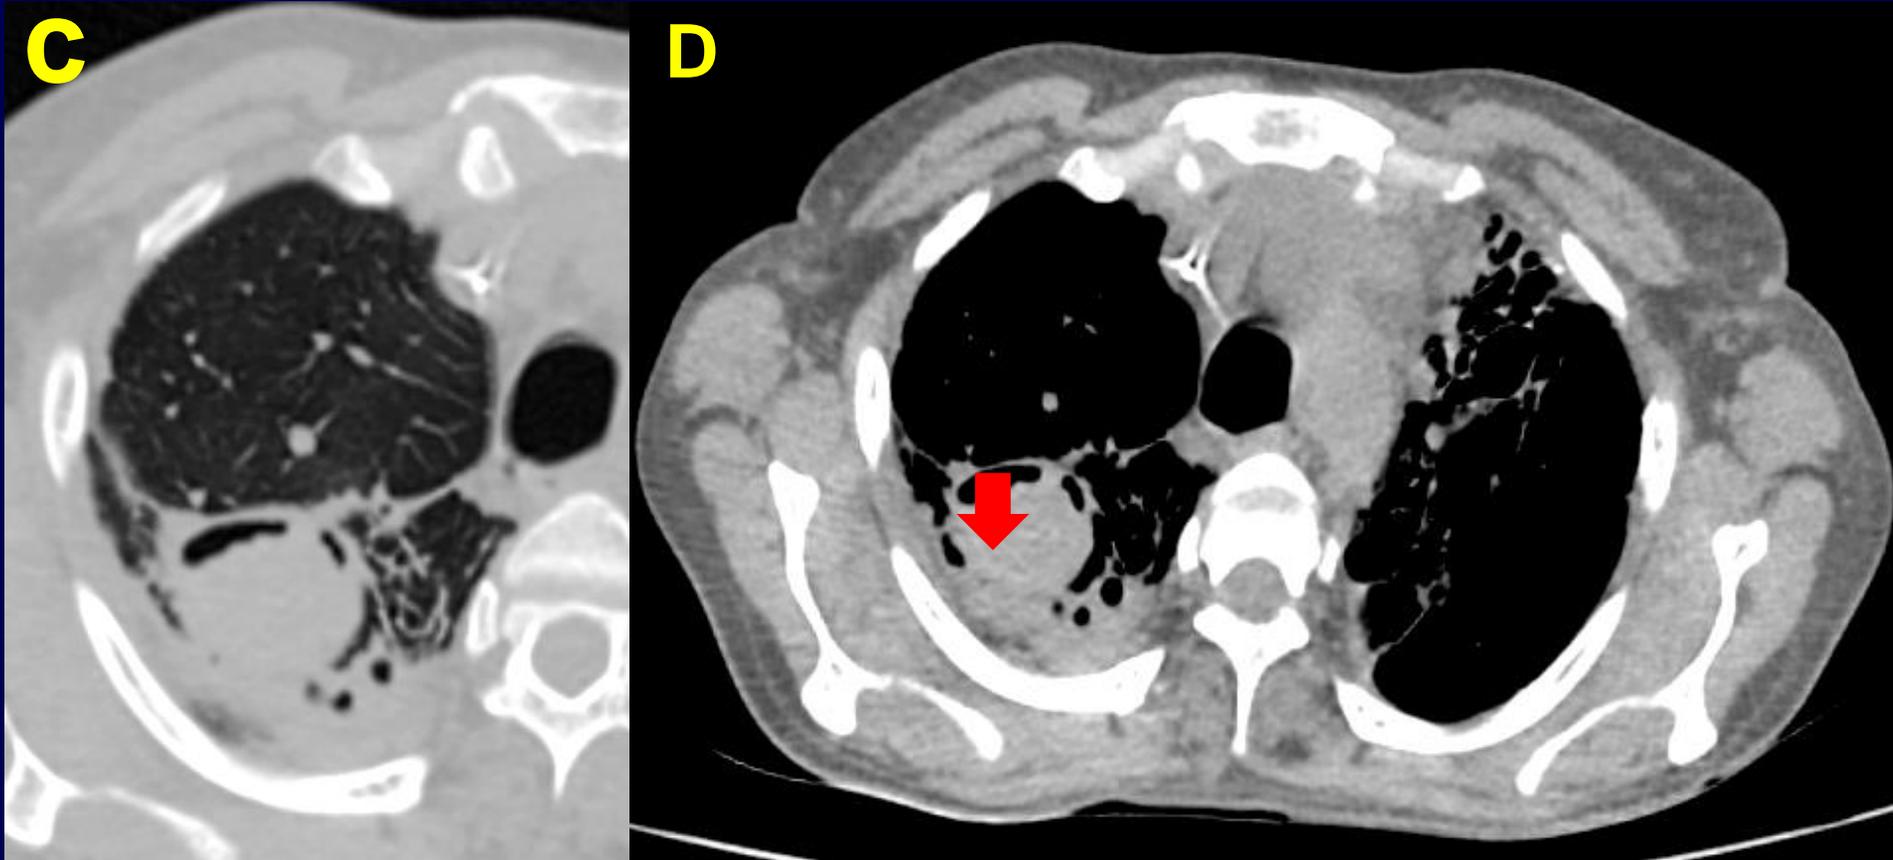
Tomografía de torax en cortes axiales S/C. C) Ventana pulmonar. D) Ventana mediastino. Observamos la bola fúngica con densidad de partes blandas, es separada de la pared de la cavidad por un halo de densidad: signo de la semiluna (característico de Aspergiloma).
